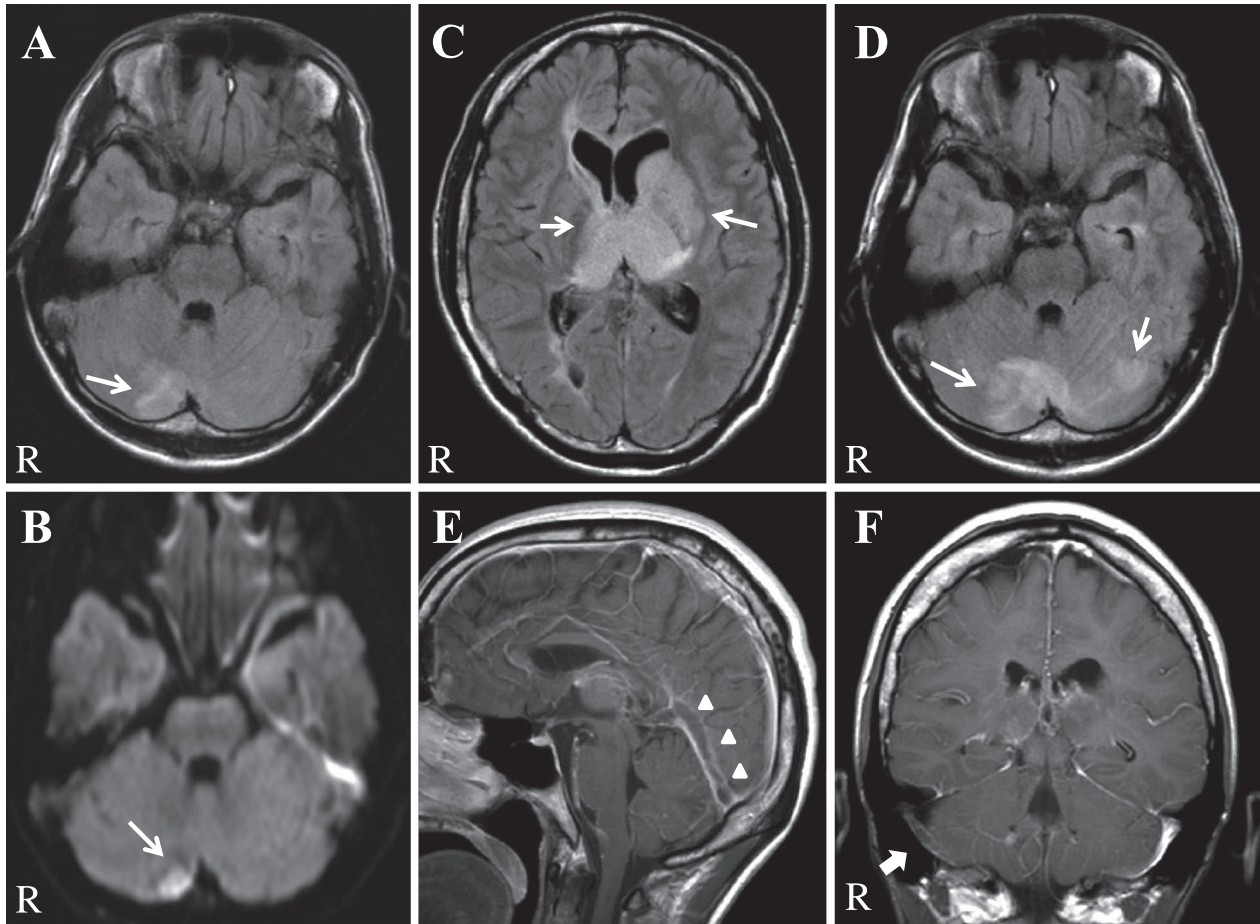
Brain MRI on admission (A, B) and on the second day in the hospital (C–F).
